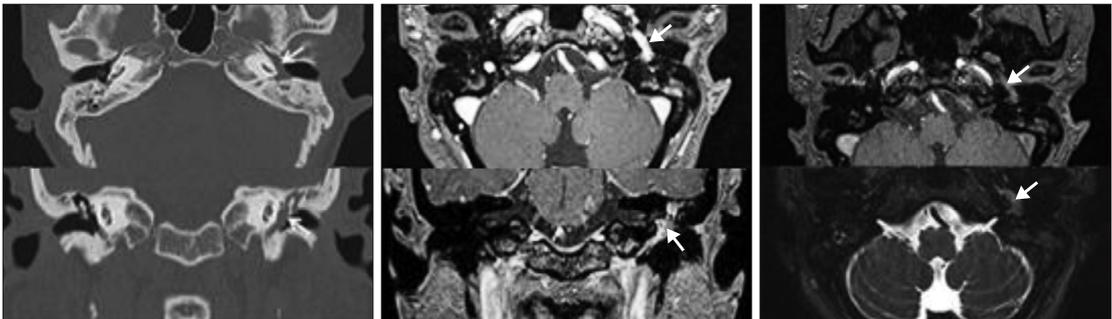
Computed tomography scans of temporal bone shows soft tissue density fulfilling middle ear cavity (Arrows, Left) and temporal bone MRI of T1-Gd image shows a mass lesion with high signal enhancement (arrowheads, Middle). Temporal MRI of T1 non-enhanced image (triangle, Upper right) and T2 non-enhanced image (triangle, Lower right) are also shown.
